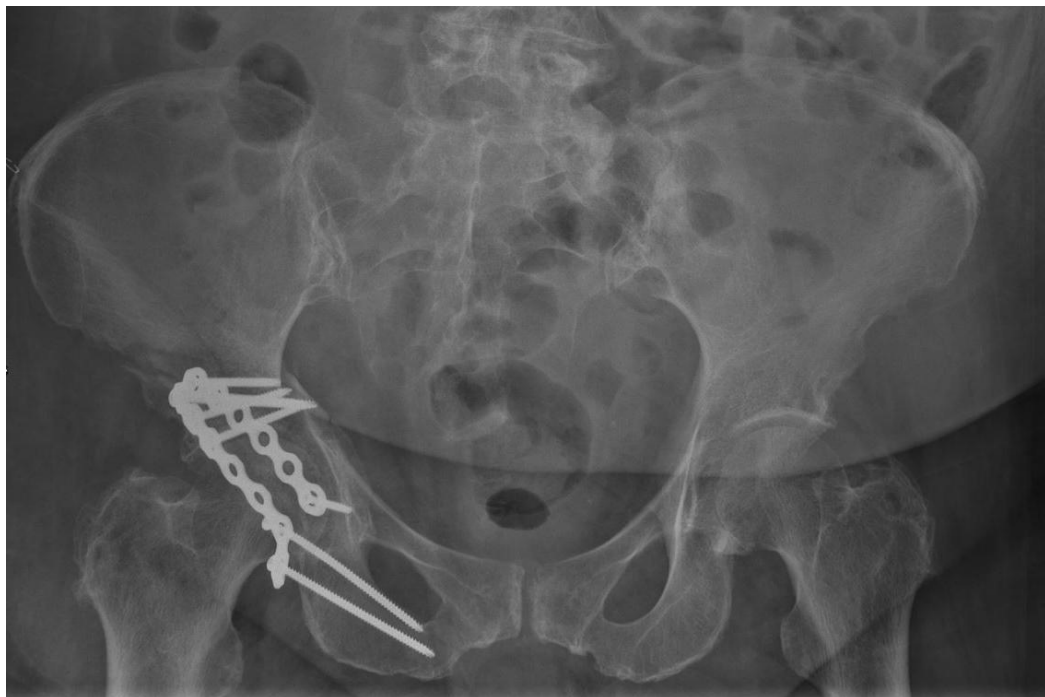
Röntgenologische Darstellung von Osteosynthesematerialien, welche über einen Kocher-Langenbeck-Zugang am rechten Acetabulum eingebracht wurden.
